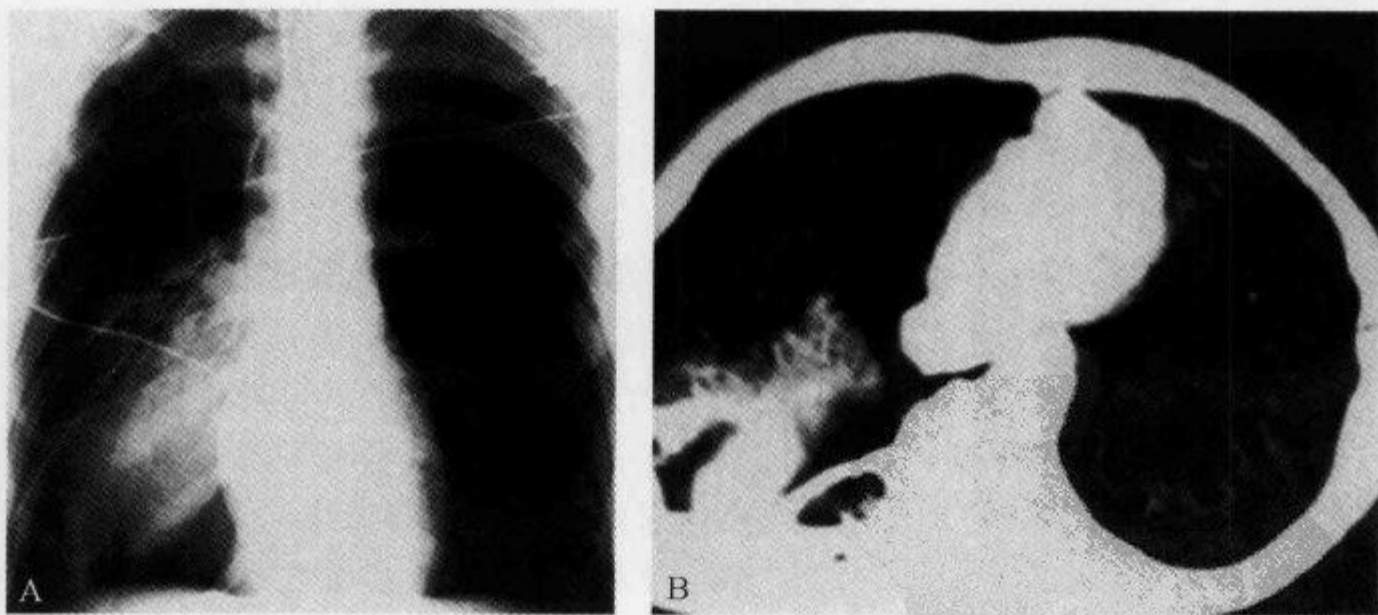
右侧支气管断裂，胸部正位 X 线片及 CT 示“垂肺征”
